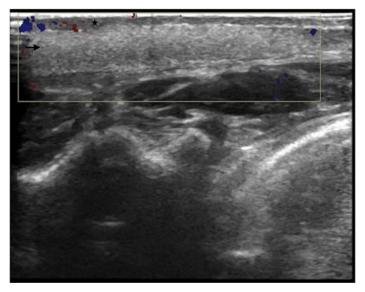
Power doppler: hyperechoic subcutaneous tissue lacking flow (arrow) and hypoechoic dermis with increased flow (asterisk).
